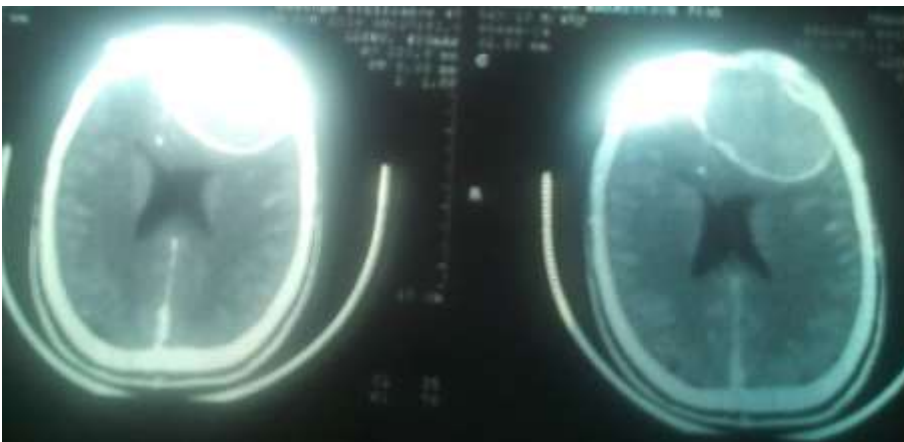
TDM mucocèle fronto-ethmoïdale avec extension épidurale
